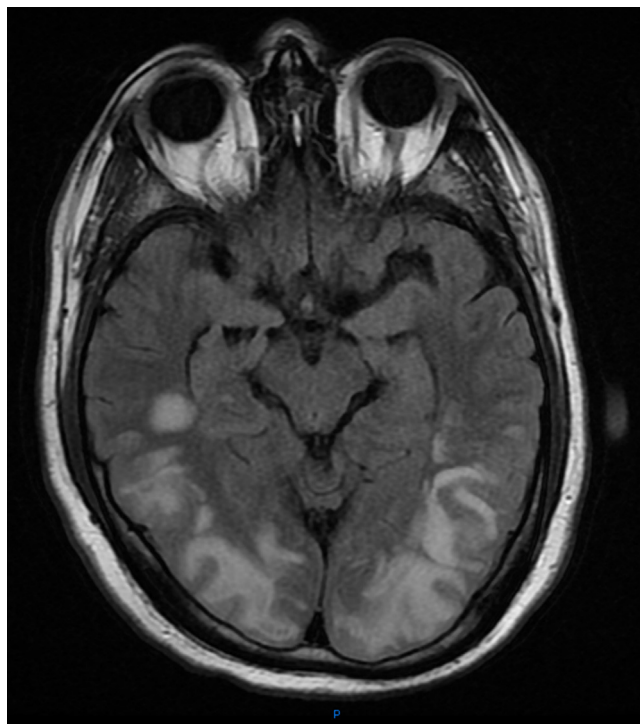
RMN craneal axial inicial imagen T2. Se puede ver las áreas hiperintensas que afecta a la sustancia blanca de los lóbulos parietal y occipital con ligera afectación cortical.
